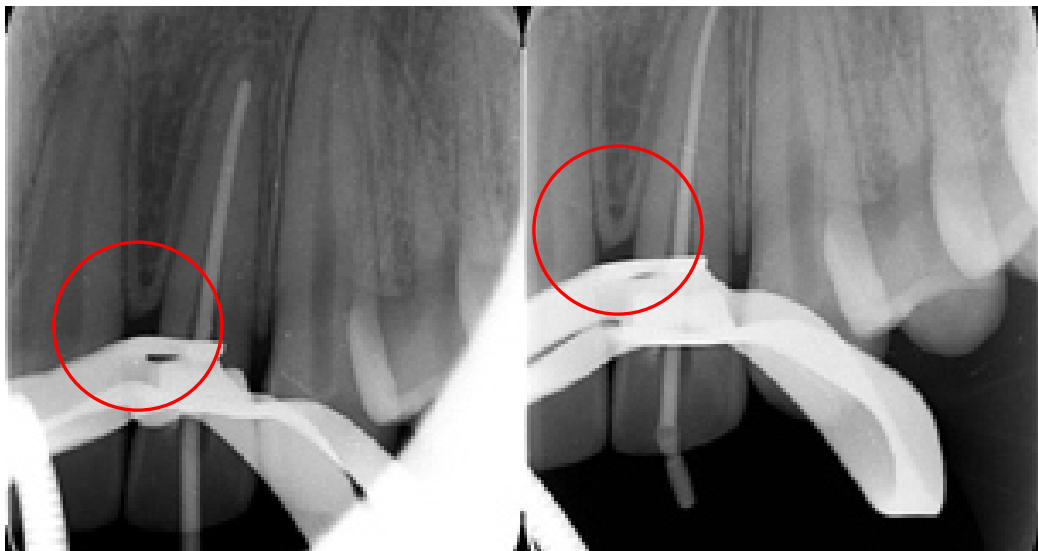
Radiografías donde se puede observar la condensación de la cortical interalveolar en las zonas redondeadas.
